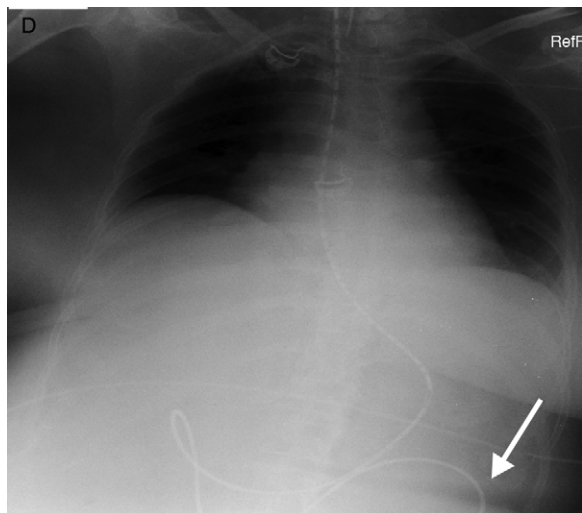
Radiografía simple de abdomen antero-posterior con contraste por sonda. La flecha indica que el extremo distal está más allá del ángulo de Treitz.
